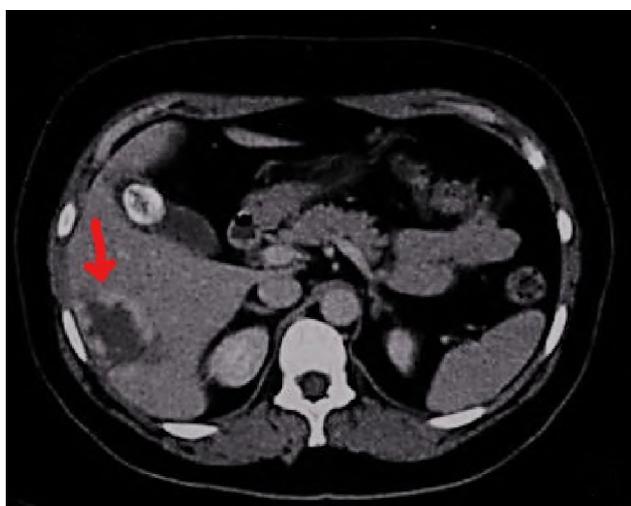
КТ картина гигантской гемангиомы правой доли печени (стрелкой указан симптом “гиалиновой щели”).
